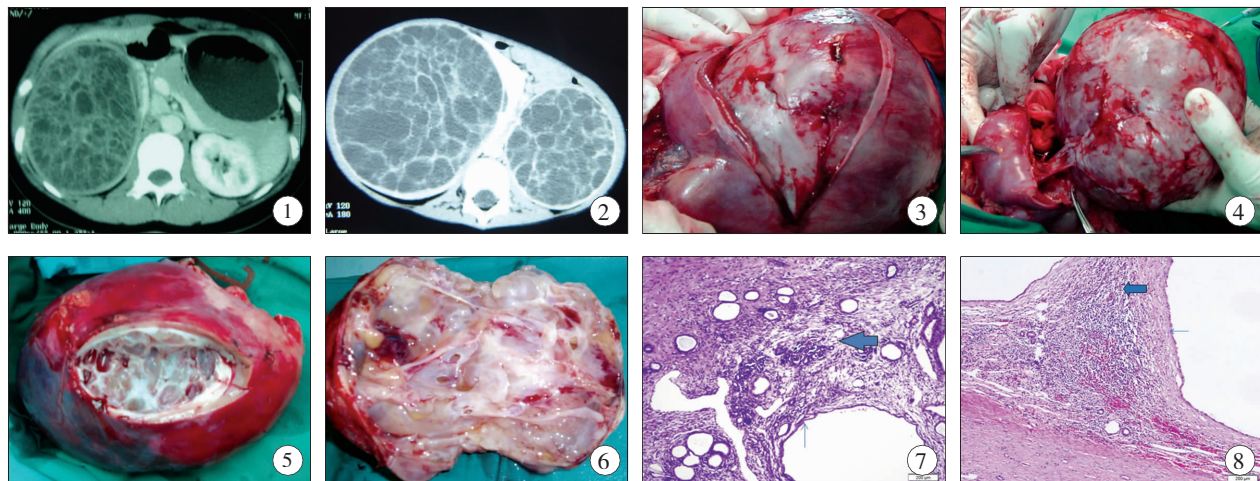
右侧 CN,增强 CT 表现为边界清楚的多房性囊性包块,囊肿间隔强化; 图 2 双侧 CPDN。增强 CT 检查可见肿块为多个小囊组成,囊间有间隔,间隔强化; 图 3 沿肿瘤与肾脏分界分离肿瘤; 图 4 完整切除肿瘤,左侧为残肾,右侧为肿瘤; 图 5 CN 切面,可见多个大小不等的囊肿; 图 6 CPDN 切面,大小不等囊腔构成壁薄互不相通,囊内液体无色透,囊内含清亮液体,无实性结节; 图 7 CPDN,粗箭头提示囊间隔由胚胎型上皮、间叶成分构成;细箭头提示囊壁内衬单层立方上皮; 图 8 CN,粗箭头提示囊间隔由成熟的间叶成分构成。细箭头提示囊壁内衬鞋钉样上皮。
